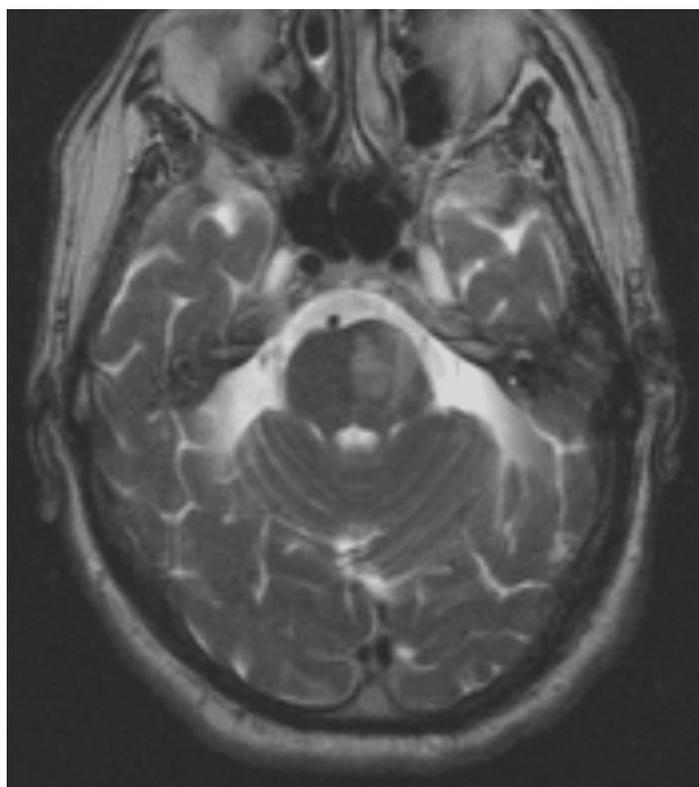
IRM encéphalique montrant un AVCi mésencéphalique
